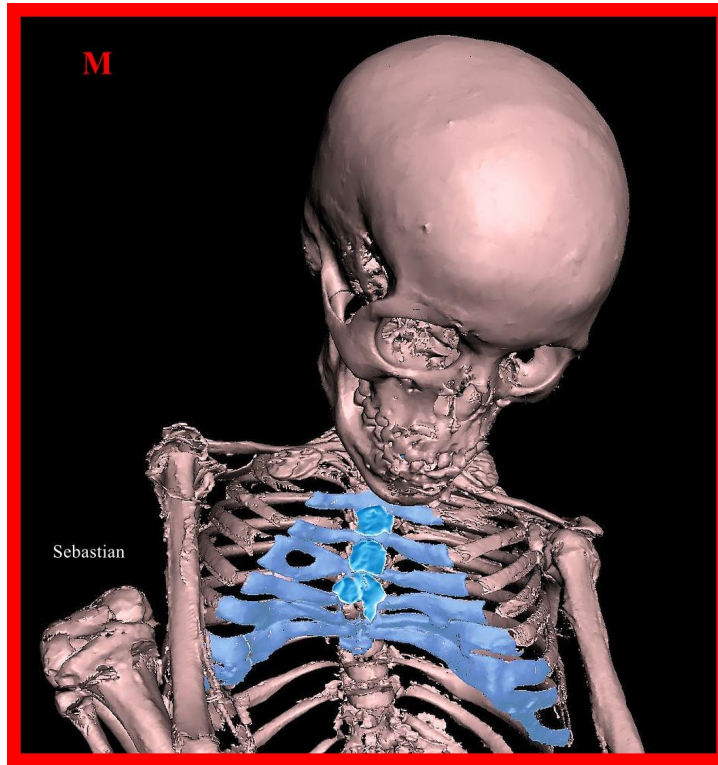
TC 3D de 'Sebastian' que muestra la pared torácica anterior amplia y deprimida, que contiene cartílagos costales inusualmente robustos y distorsionados.
